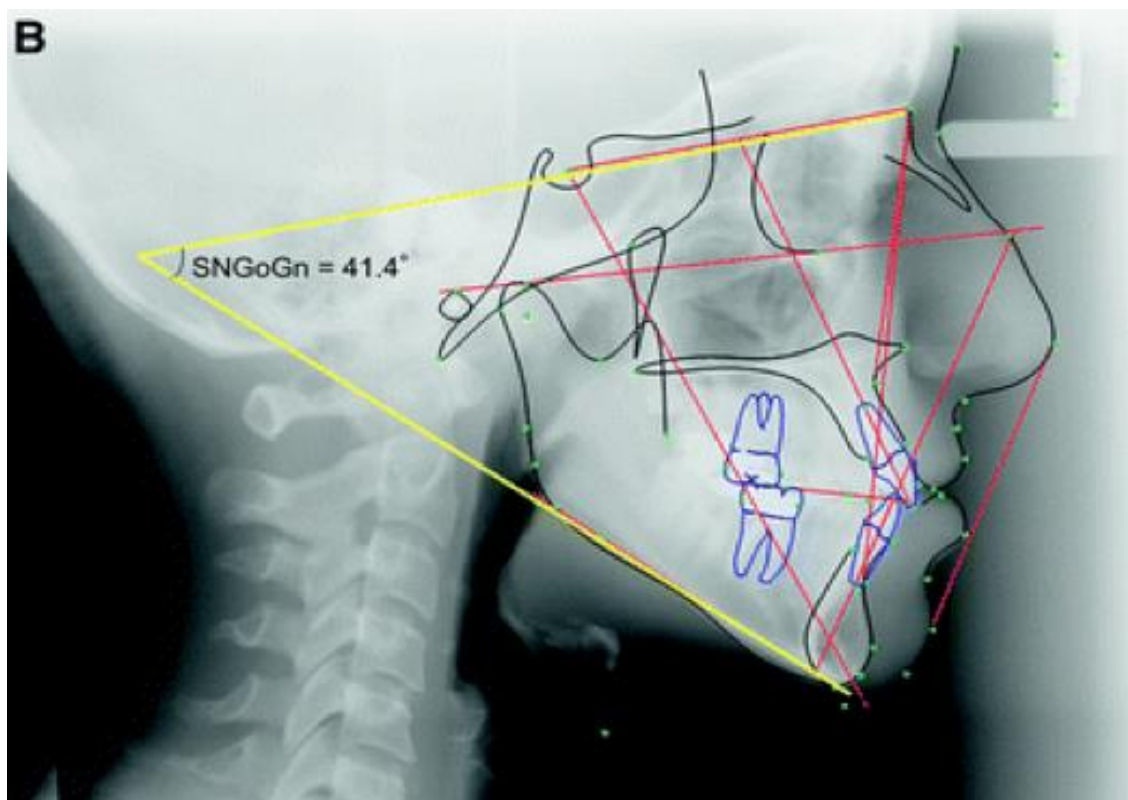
Radiografia de perspectiva lateral com traçado mostrando o Ângulo SNGoGn = 41,4°
